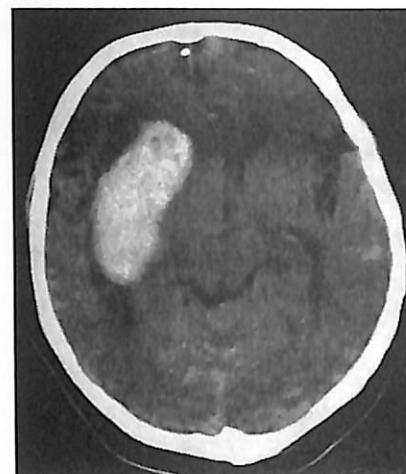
КТ головного мозга, Т1-взвешенное изображение. Внутримозговая латеральная гематома в правом полушарии головного мозга.
